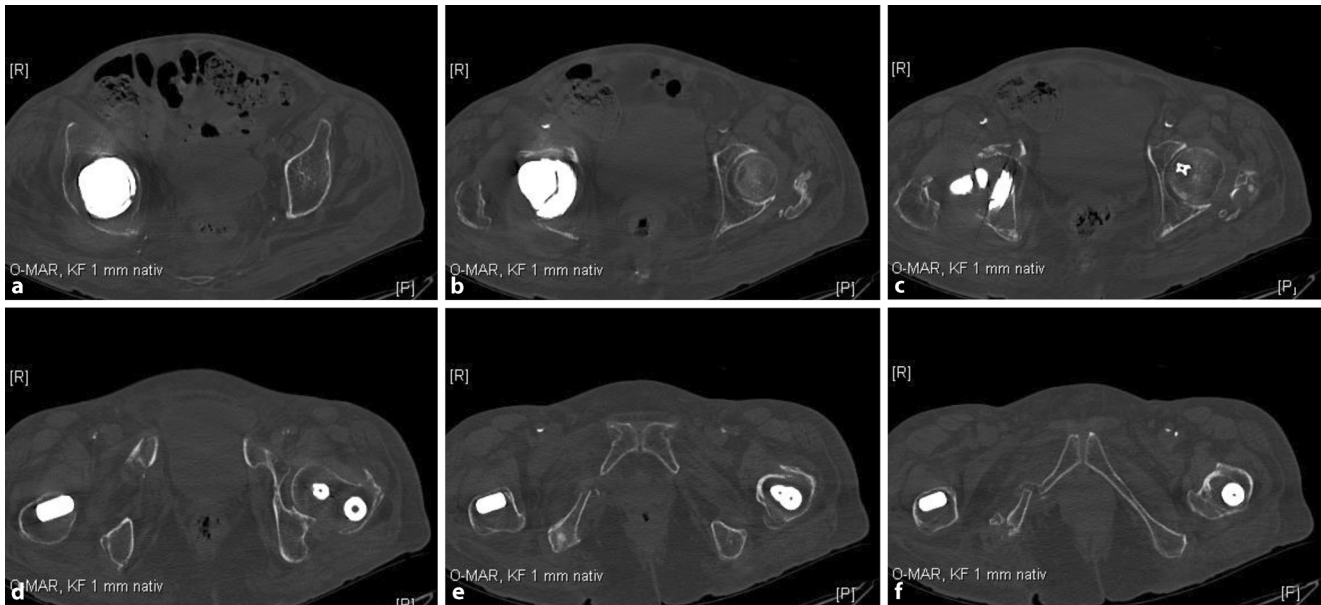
▲ Fall 2: Die Computertomographie zeigt eine T-Fraktur mit Protrusion der Pfanne (a–f)
